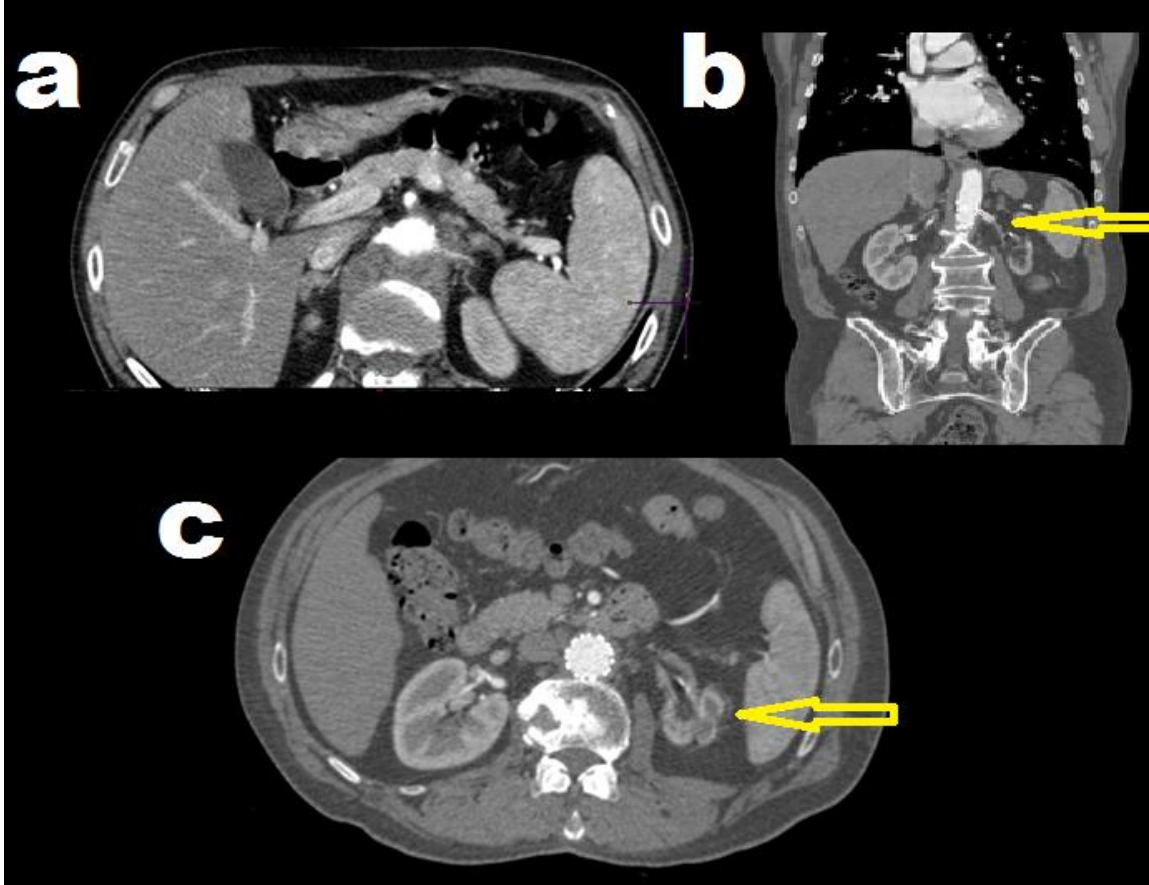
Sakküler mikotik abdominal aort anevrizması bulunan olgunun aksiyel (a) ve sagittal (b) koronal (c) reformat BT-angiyo görüntüleri, (c)koronal görüntüde proksimal aortik boyun kısalığı ve sol renal arterde çevre dokulardaki inflamasyona bağlı daralma izleniyor(ok). Proksimal aortik boyun uzunluğu kısa ve proksimal boyunda kalsifikasyon saptandığı için zor aortik boyunlu gruba dahil edilmiştir.
